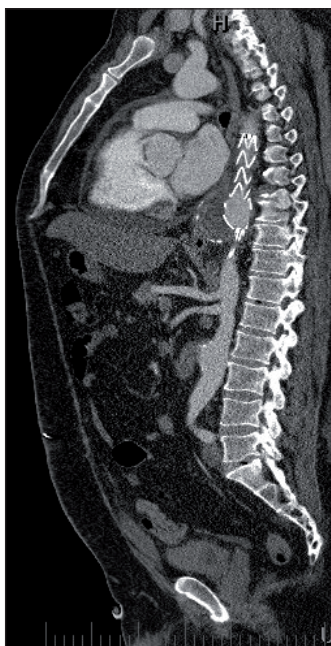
CT-angiografia, pseudoaneurizma proximálnej anastomózy pôvodného dakronového torako-abdominálneho bypassu descendentnej aorty
